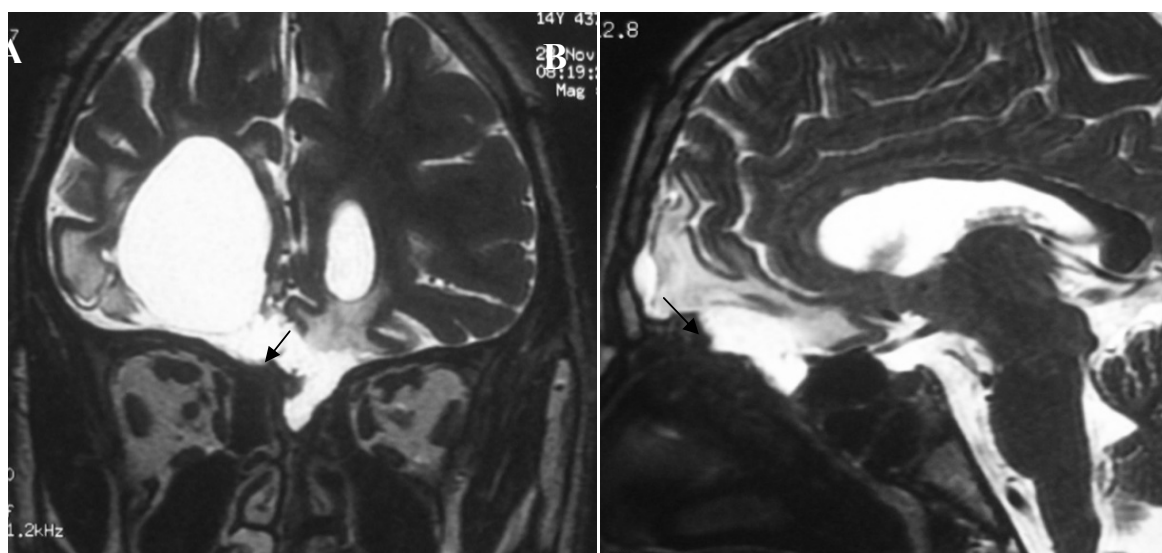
IRM cérébrale en sp T2 coupe coronale (A) et sagittale (B) objectivant une bande de l'hyposignal de LCS faisant communiquer l'espace sous arachnoïdien avec la cellule éthmoïdale a travers une solution de continuité de l'hyposignal ostéoméningé (patient N°4).
